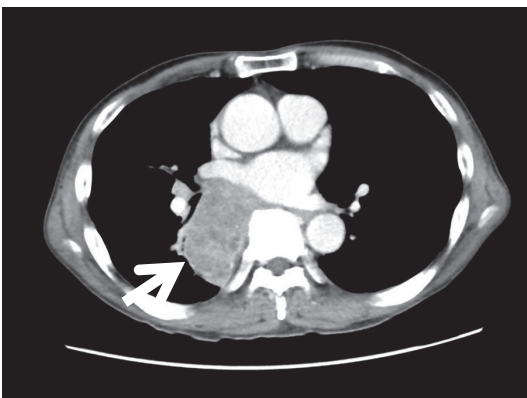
60 歳台，男性：造影胸部 CT，縦隔条件
